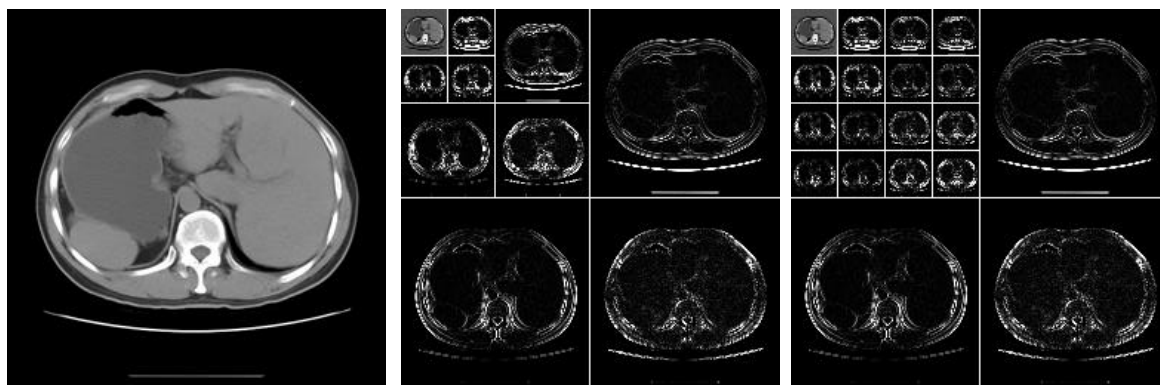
肝脏 CT 图像小波分解。(a) 原始图, (b) 三级小波分解, (c) 对子带  $H_2, V_2, D_2$  的继续分解。
